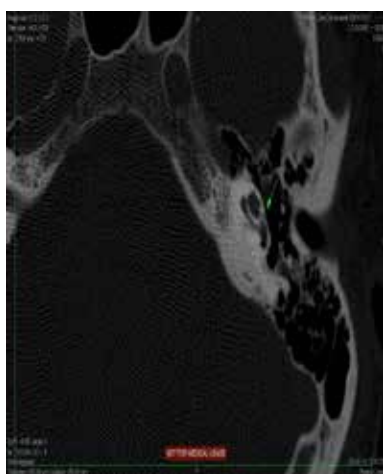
TC mastóide axial
